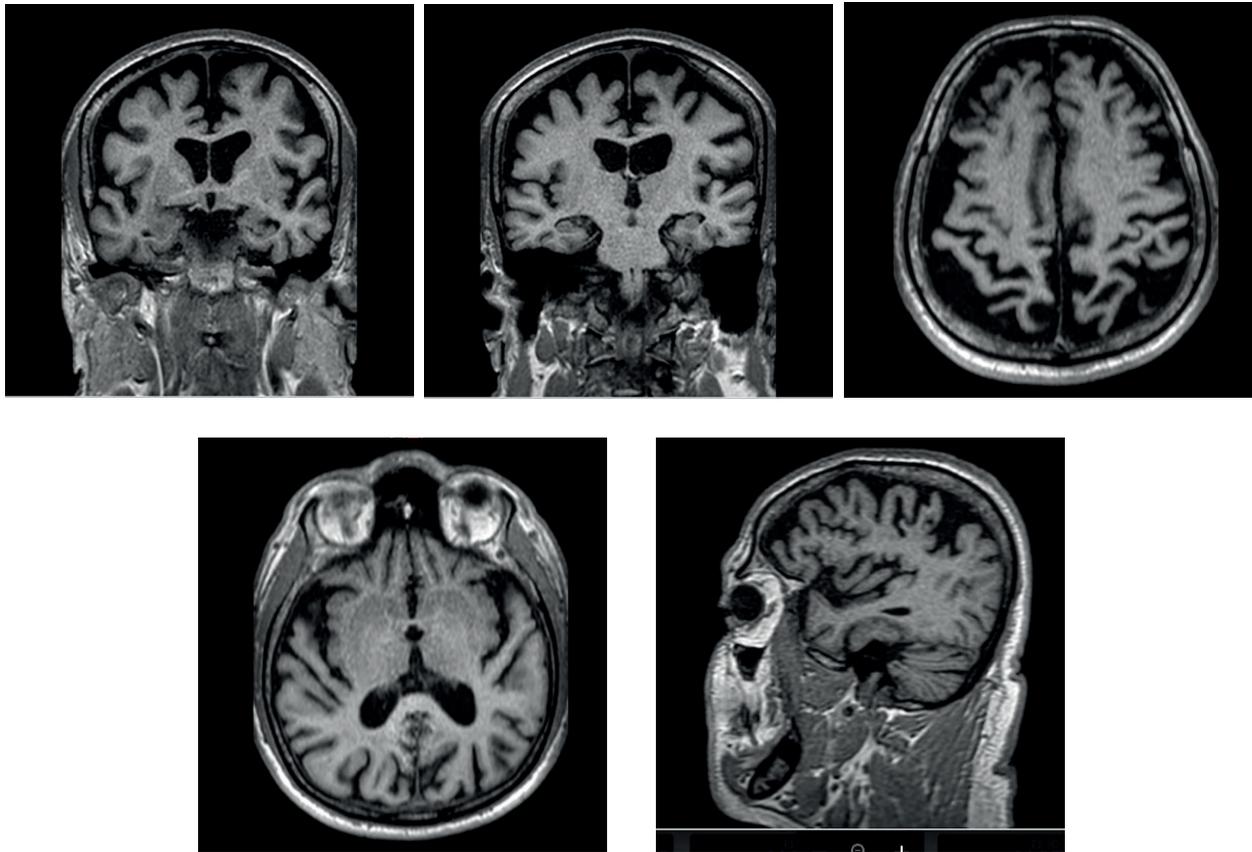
Resonancia magnética cerebral simple del paciente
